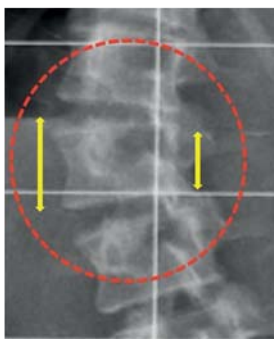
Wedging ratio (WR) mostrado en una radiografía anteroposterior. En la figura, se muestra la medición del WR en una columna vertebral afectada por escoliosis, donde la altura de la concavidad es menor que la altura de la convexidad en el ápex de la curvatura (Donada por el Dr. Burgos Flores).
